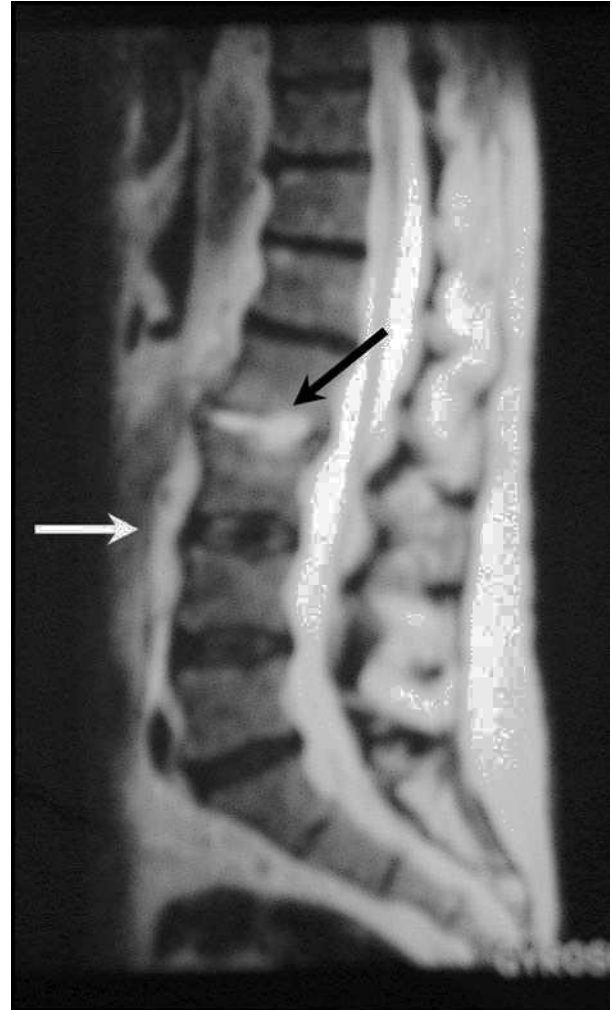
Resonancia magnética. Se observan áreas de abscesificación que se extienden por el psoas hasta el espacio prevertebral L4-L5.
